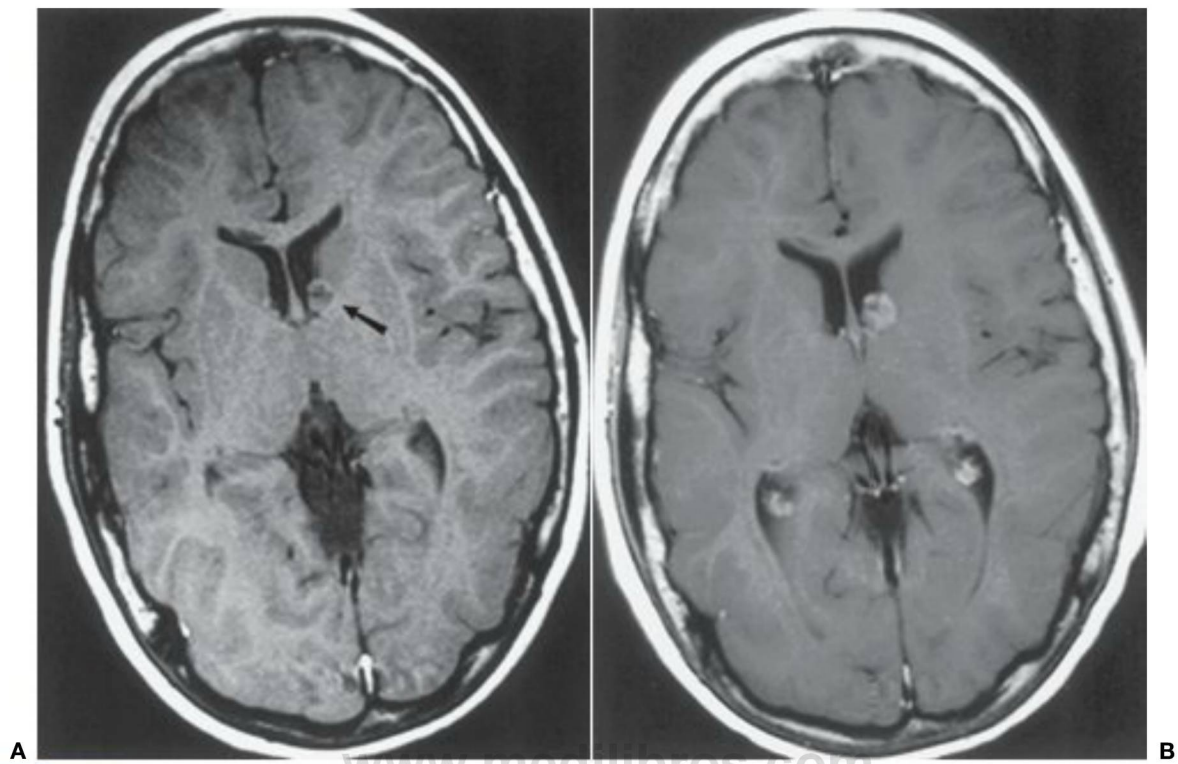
A, Imagen de RM potenciada en T1, sin contraste, de un niño con esclerosis tuberosa, que muestra una masa irregular (*flecha*) con un vacío de señal central producido por una calcificación que hace protrusión en el asta frontal izquierda. B, Otra imagen con contraste con gadolinio, unos pocos meses después, muestra intensificación con contraste y crecimiento tumoral mínimo.
